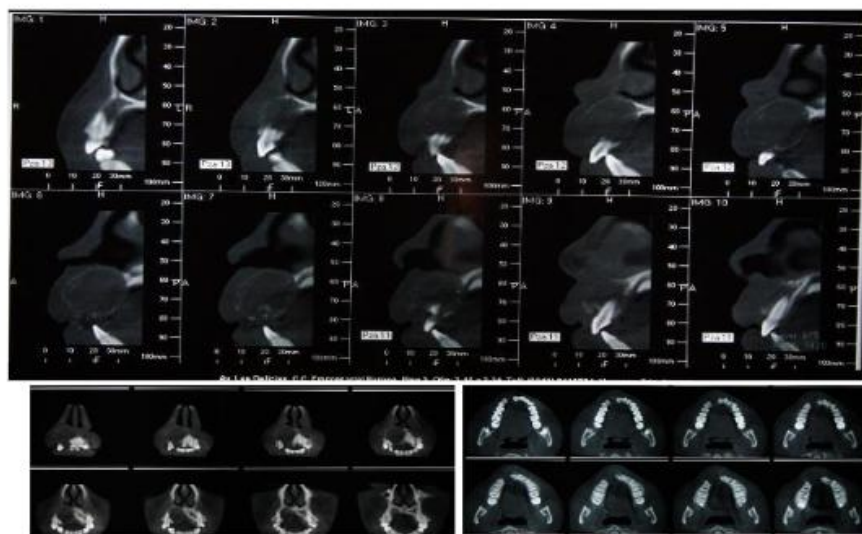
Imagen (a) vista frontal y oclusal (b) cortes transaxiales de tomografía de haz cónico donde se evidencia tamaño y cuanto involucra los órganos dentales con una imagen hipodensa bien definida.
